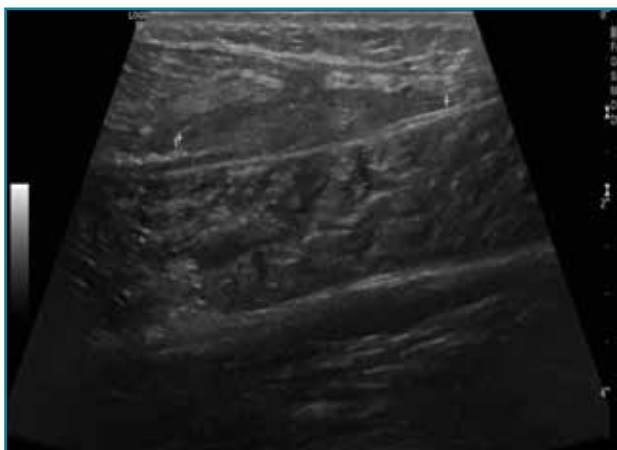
Corte transversal de una ecografía de pierna: imagen de cicatrización de una rotura musculoaponeurótica.
